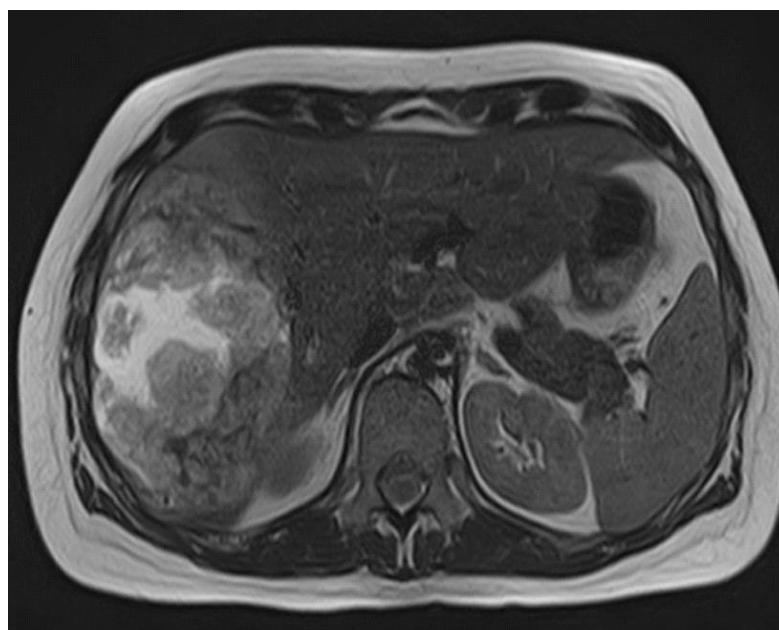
МРТ - изображение гиперваскулярного образования VI–VII–VIII сегментов печени с кровоизлиянием в структуру – метастатическом поражении
